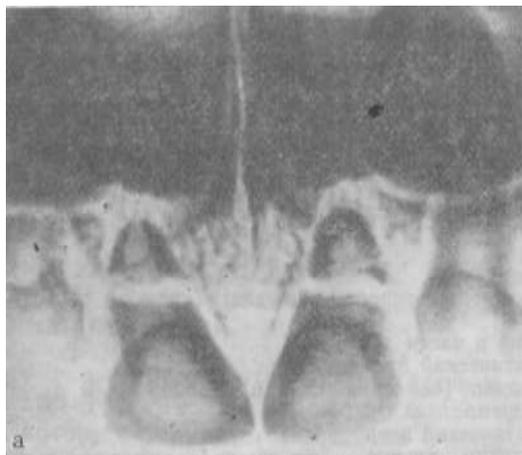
Поперечный перелом корней 111 на уровне 1/2 длины. а — рентгенограмма фронтального отдела верхней челюсти; б — после снятия шины сохраняется ергогнатическое соотношение челюстей.
